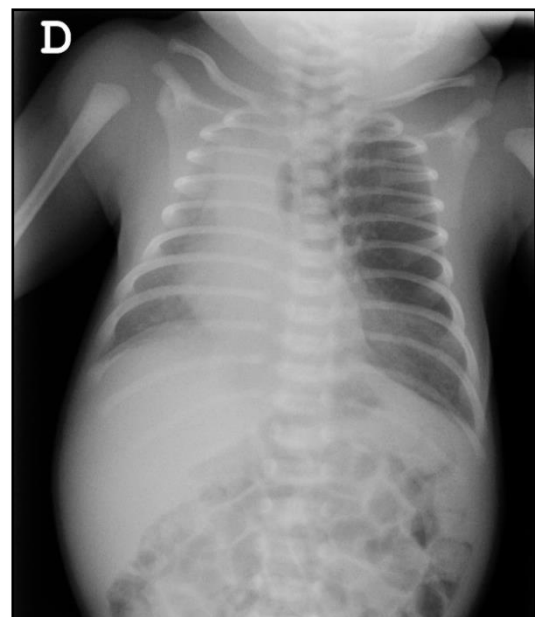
Radiografía a los 14 días de vida. Se aprecia pérdida de volumen de hemitórax derecho con desplazamiento mediastínico, sugerente de atelectasia de LSD. Hiperinsuflación compensadora de pulmón izquierdo. No neumotórax.
